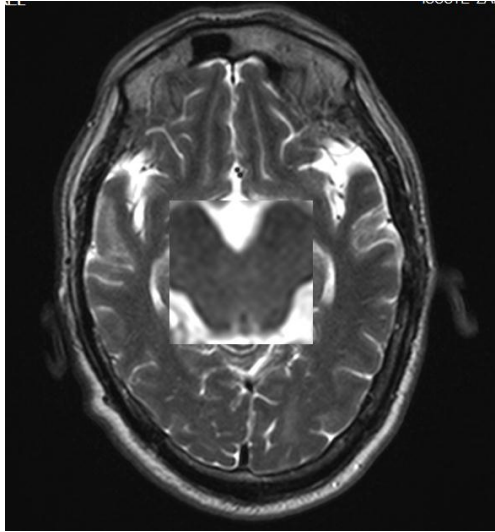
RMN en T2 corte axial: Menor volumen de SNpc que pide su hiperseñal normal en T2
